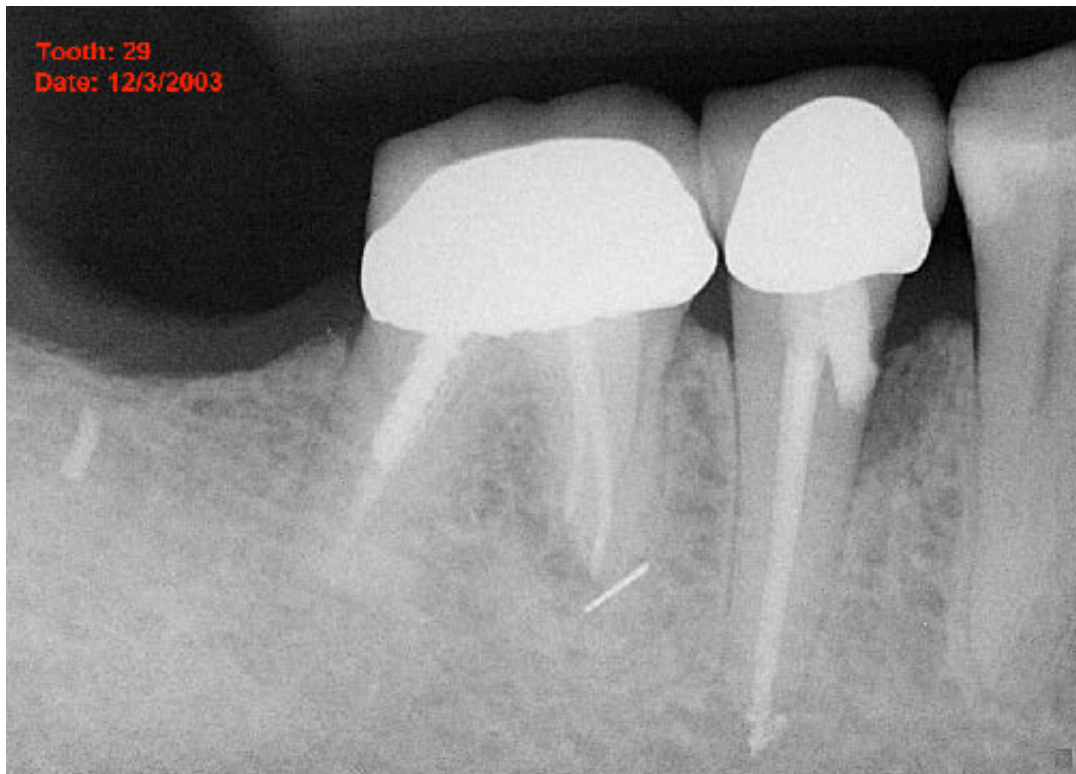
Die post-operative Aufnahme vom 03.12.2003 zeigt den Perforationsverschluss mittels MTA. Röntgenologisch erscheint die Läsion kleiner zu sein.
